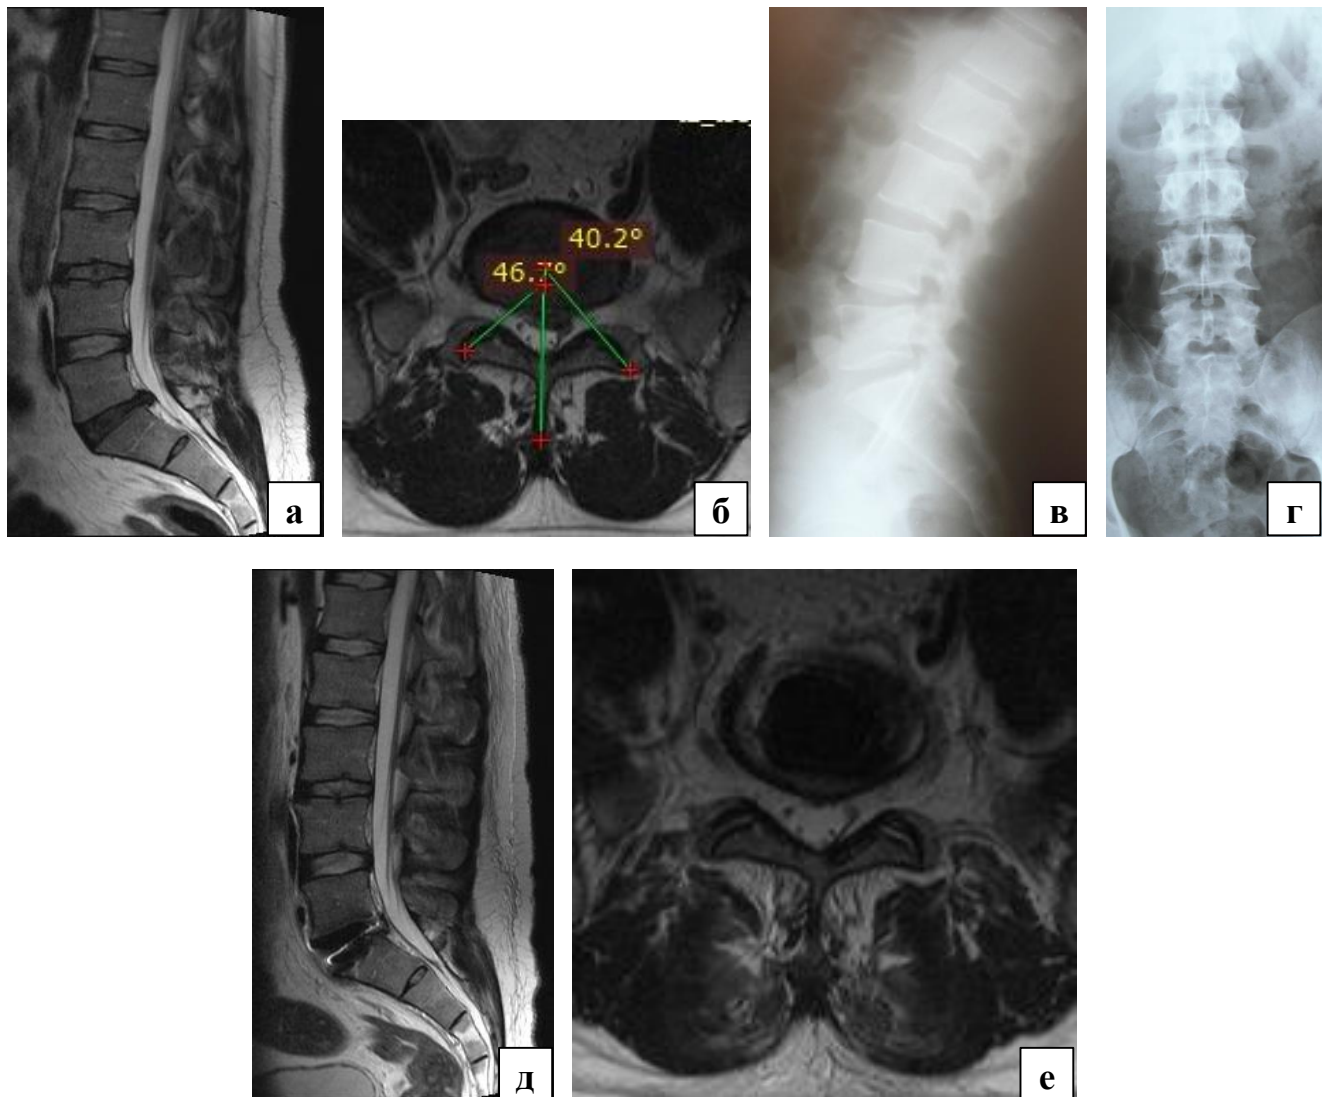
Пациент Р., 35 лет; дегенеративное заболевание пояснично-крестцового отдела позвоночника на уровне  $L_5-S_1$ : а – сагиттальная МРТ-грамма пояснично-крестцового отдела позвоночника: грыжа МПД  $L_5-S_1$ ; б – аксиальная МРТ-грамма поясничного отдела позвоночника: фасеточный угол менее  $60^\circ$ , тропизм отсутствует; в, г – сагиттальная и фронтальная рентгенограмма поясничного отдела позвоночника ( $PI\ 51^\circ$ ,  $PT\ 12^\circ$ ,  $SS\ 40^\circ$ ,  $L_1-S_1\ LL\ 55^\circ$ ); д – сагиттальная МРТ-грамма поясничного отдела позвоночника: состояние после дискэктомии МПД  $L_5-S_1$ , тотальной артропластики искусственным протезом диска; е – аксиальная МРТ-грамма поясничного отдела позвоночника: состояние после дискэктомии МПД  $L_5-S_1$ , тотальной артропластики искусственным протезом диска
